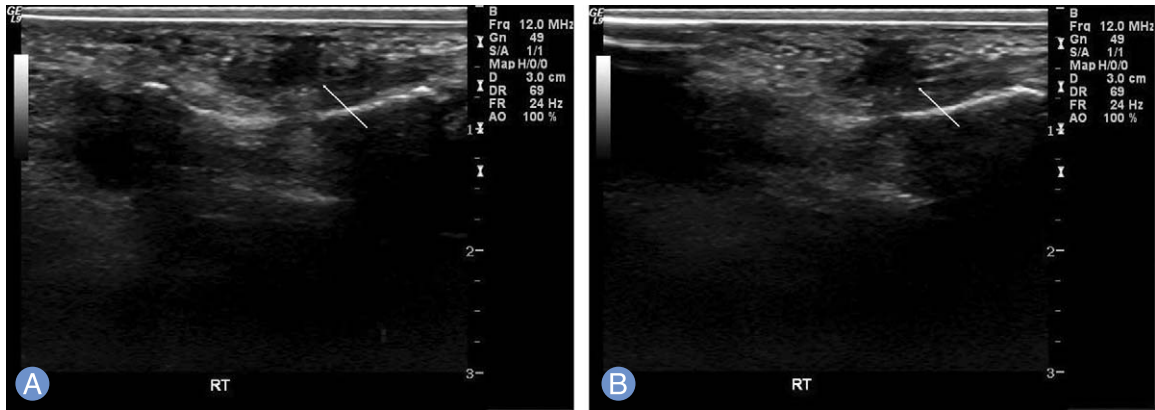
(A, B) Ultrasonography showing ill-defined low echoic lesion in right (RT) fifth finger proximal phalanx level tendon area.
